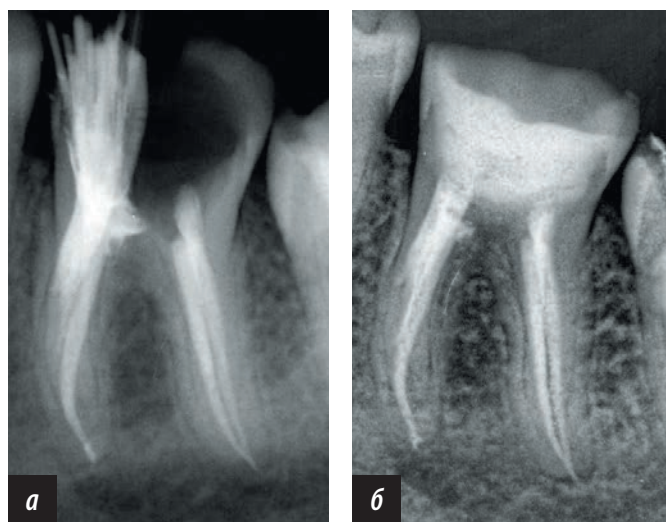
Пациент А. Рентгенограмма зуба 3.7 (щелевидный дистальный канал) сразу после пломбирования каналов (а) и через 12 месяцев (б)
